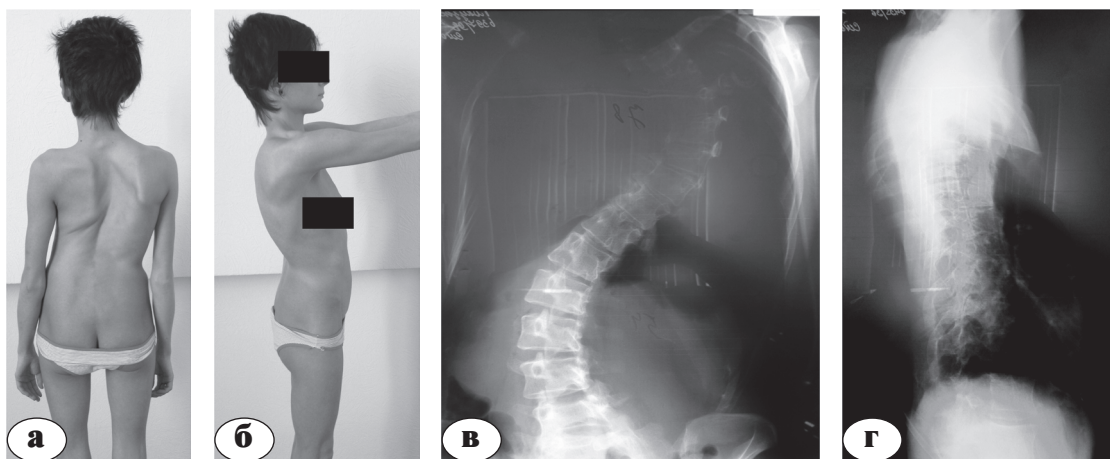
Внешний вид (а, б) и рентгенограммы пациентки К. (в, г) при поступлении
